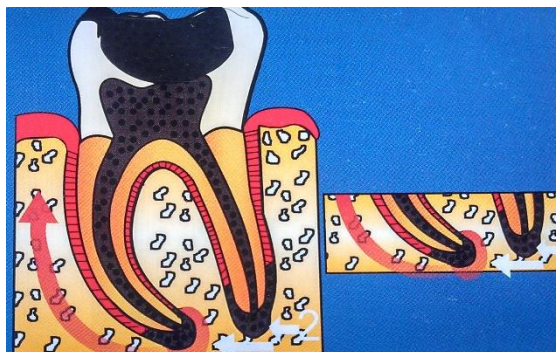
Absceso periapical sin fístula en evolución. (12)
